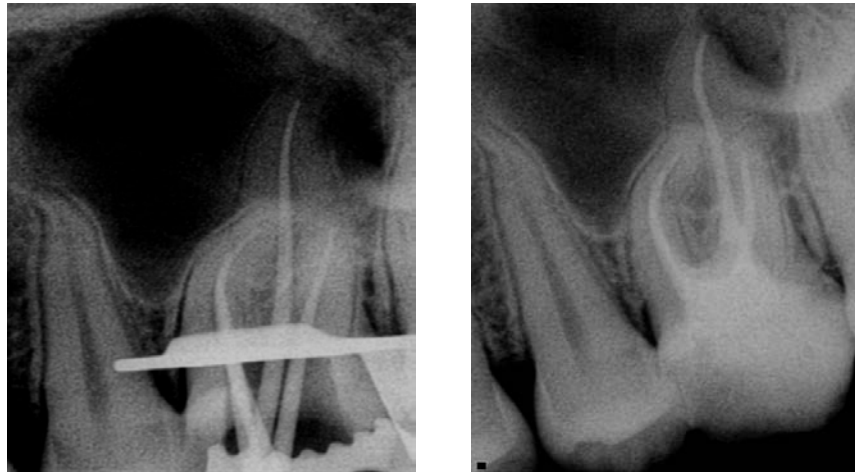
(A y B)- Radiografía mostrando la conometría (A-Imagen de la Izquierda) y la obturación de los conductos radiculares (B-Imagen de la Derecha).
